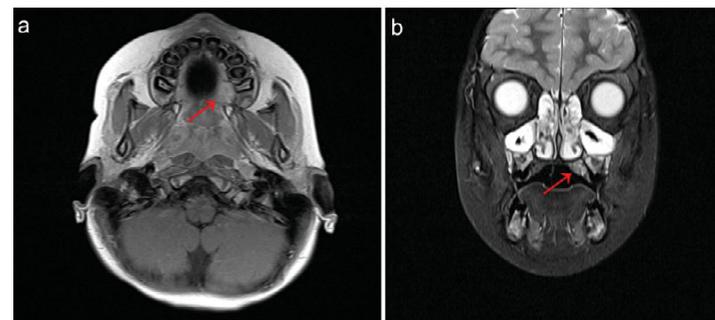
(a) axiales und (b) coronales MRT (T2-gewichtet) zeigt ein Enhancement der Mukosa und des Knochens im Bereich des Tumorsitzes (Pfeil).
